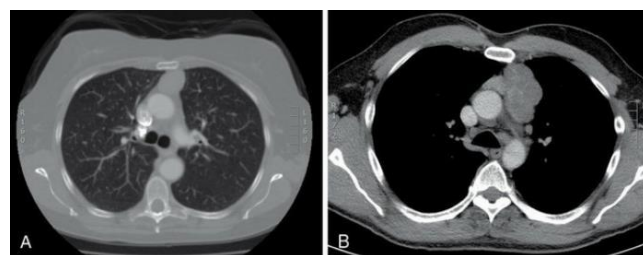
A, TC de tórax de um paciente com miastenia gravis e timoma. O timoma é pequeno, com um plano de clivagem entre o tumor e o pericárdio. B, TC de tórax de um paciente com uma massa mediastinal mais volumosa. Localização, características e tamanho devem ser analisados. Foi realizada biópsia com agulha cortante transtorácica. Marcadores para tumores de células germinativas foram normais. Histopatologia confirmou timoma. Subsequentemente, foi ressecado um timoma 6,5 cm. Não havia nenhuma invasão do pericárdio e foi realizada a ressecção completa (R0).
